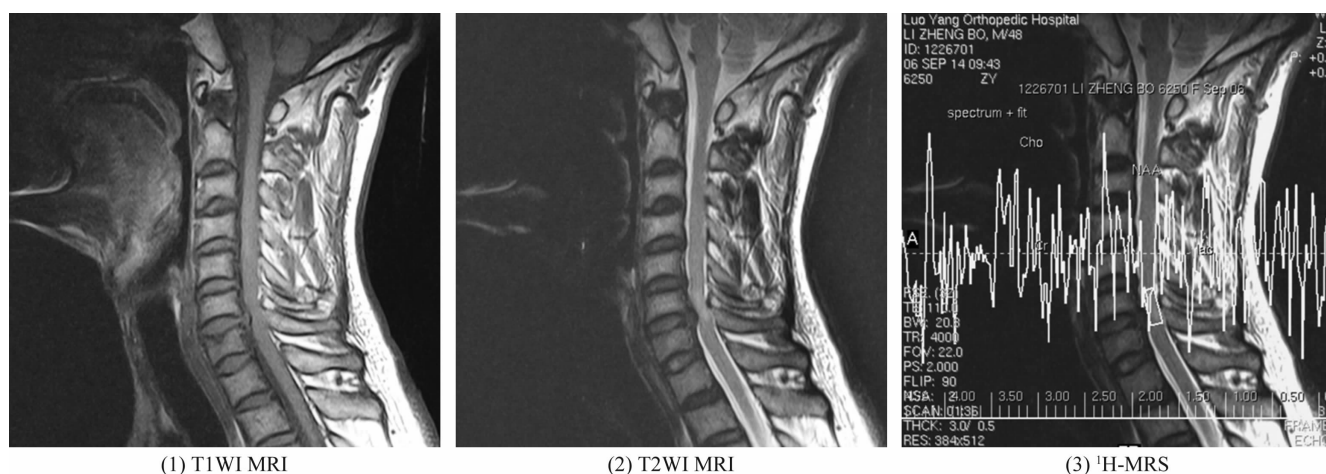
颈髓完全损伤患者 MRI 和¹H-MRS
